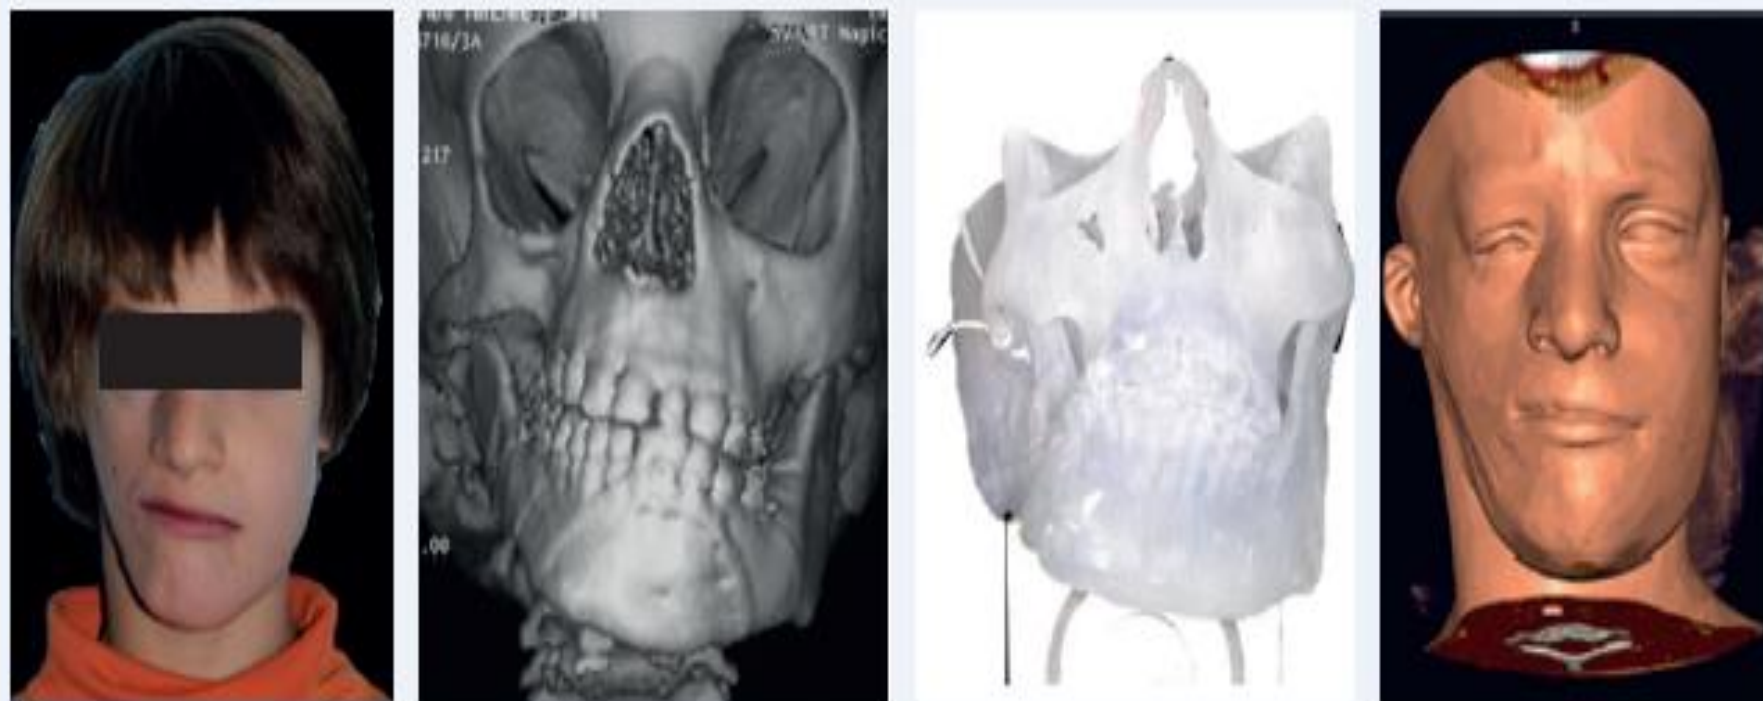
Fotografía, tomografía computarizada y estereolitografía permiten la reconstrucción del cráneo y de la cara en tres dimensiones siendo un excelente método para planificar los tratamientos quirúrgicos en los pacientes con deformidades faciales.
